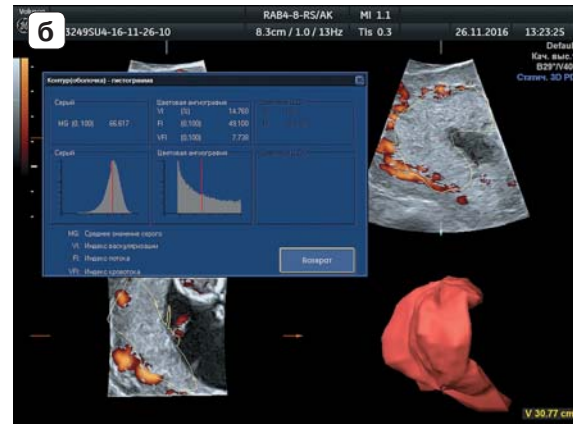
Intermittent type of trophoblastic blood flow. a – echogram of the chorion in the Doppler velometry; б – a histogram of the same pregnant woman in the mode of three-dimensional reconstruction.
